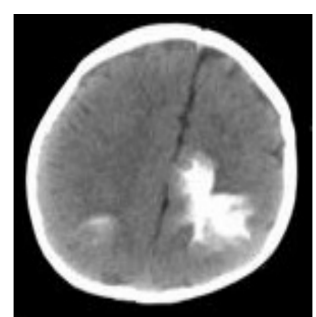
3 月龄 Sturge-Weber 综合征患者头颅 CT
